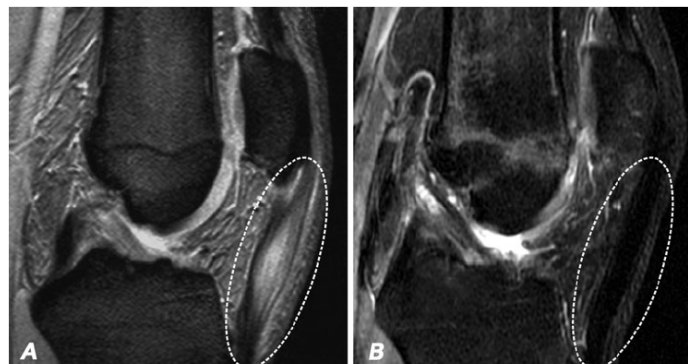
Imagen de resonancia magnética muestra el tendón rotuliano antes del tratamiento (A) y la mejoría de la estructura del tendón después de las inyecciones de factores autólogos plaquetarios a los seis meses de seguimiento (B) (47)
